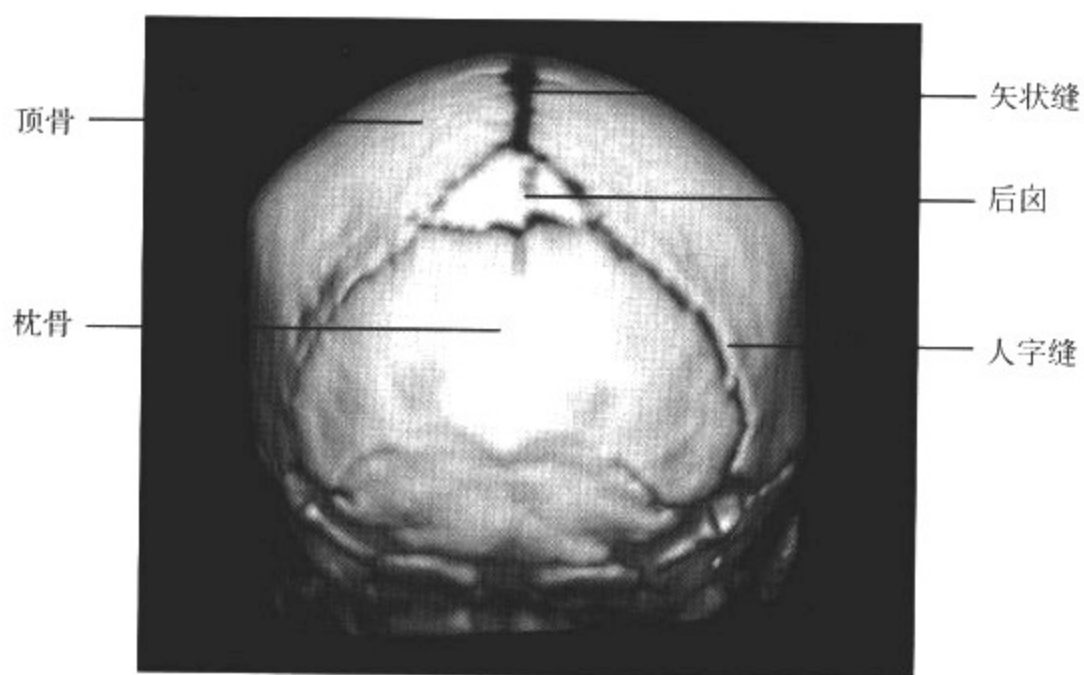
新生儿颅骨 CT 三维重组 SSD 图像
